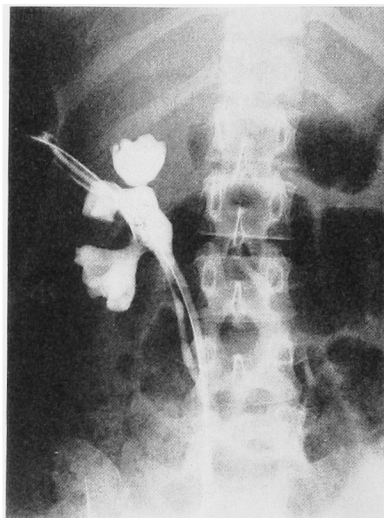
Nephrostomography showed double outlet from uretero pelvic junction; one was true ureter and another was pseudo ureter.
